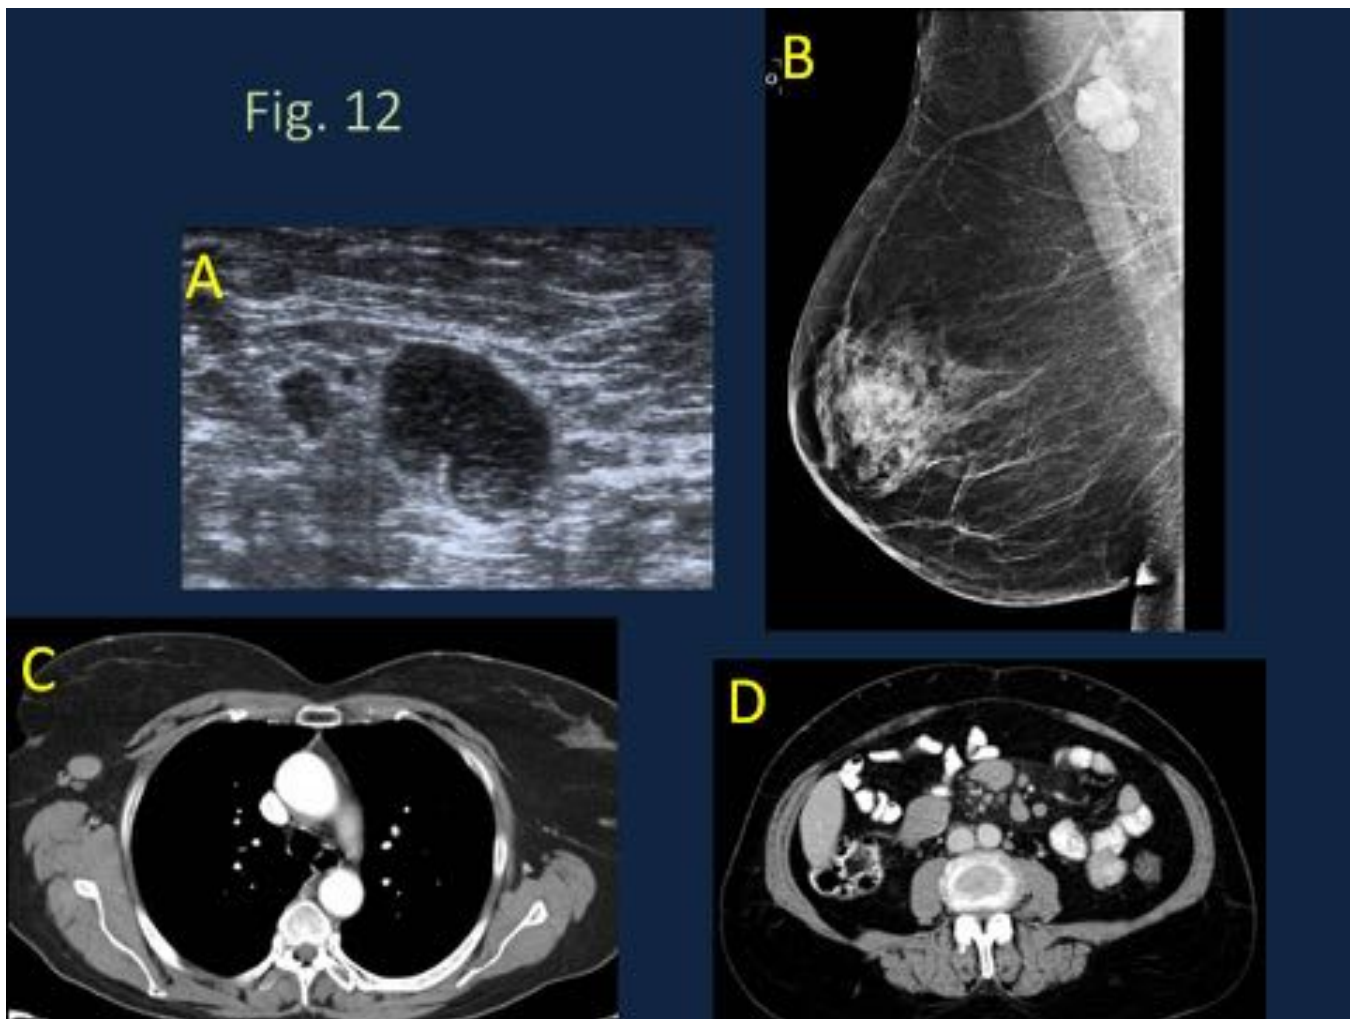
Paciente de 47 años que acude por nódulo palpable en mama izquierda. En la ecografía se comprobó que correspondía a un lipoma, pero se evidenciaron ganglios patológicos en la axila derecha (A), que también se apreciaban en la mamografía (B). Se realizó PAAF que fue negativa y posteriormente BAG, con diagnóstico de Linfoma Folicular de bajo grado. En la TC además de adenopatías axilares (C), se evidenciaron a otros niveles: supraclaviculares, retroperitoneales y mesentéricas (D).
